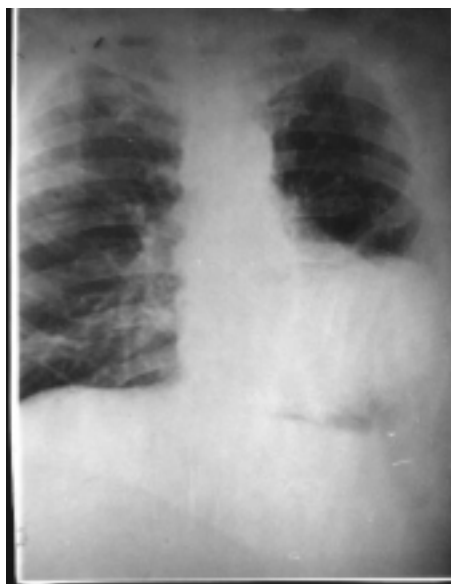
Radiografía de tórax, vista posterior, que muestra una imagen radiopaca, para cardíaca izquierda.
